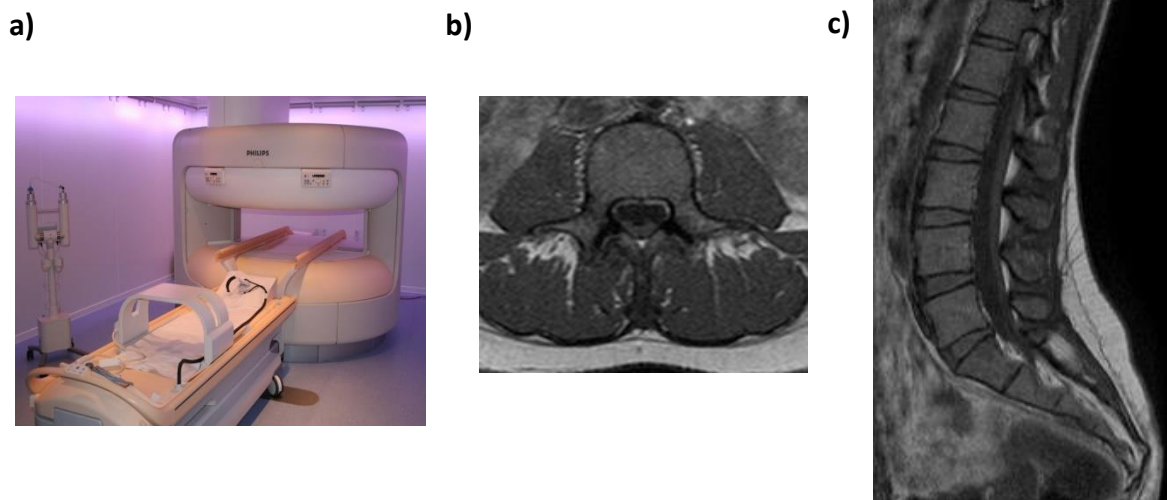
a) Offenes MRT-Gerät des Gemeinschaftsklinikums Mittelrhein, Ev. Stift St. Martin in Koblenz. b) Darstellung eines Wirbels in der Transversalebene. Alle knöchernen Strukturen, wie Wirbelkörper, Dorn- und Querfortsätze sind zu erkennen. c) Darstellung einer LWS in der Sagittalebene. Die Wirbelkörper und ZWS sind deutlich erkennbar. Feine knöcherne Strukturen, wie die Querfortsätze oder Arcusbögen können aufgrund des Schnitts in der Sagittalebene in Verbindung mit der hohen Schichtdicke von 3 mm jedoch schlecht segmentiert werden.
